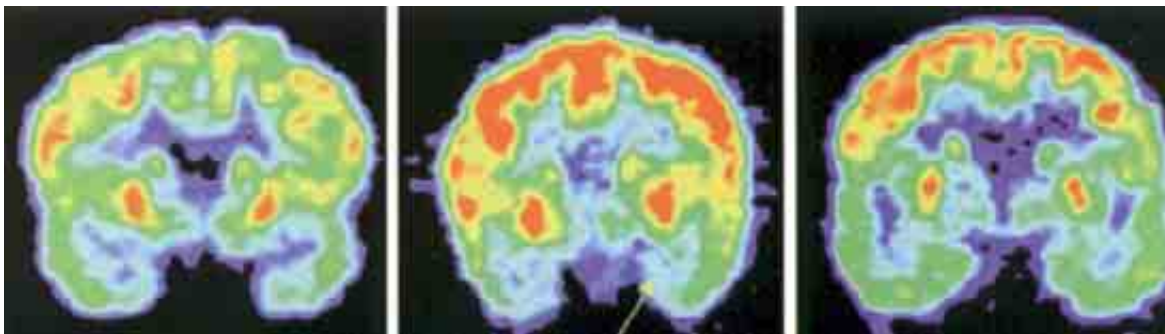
SPECT, cerebral en corte coronal, el cual muestra disminución bilateral de la perfusión cerebral predominantemente en las regiones temporales.*
